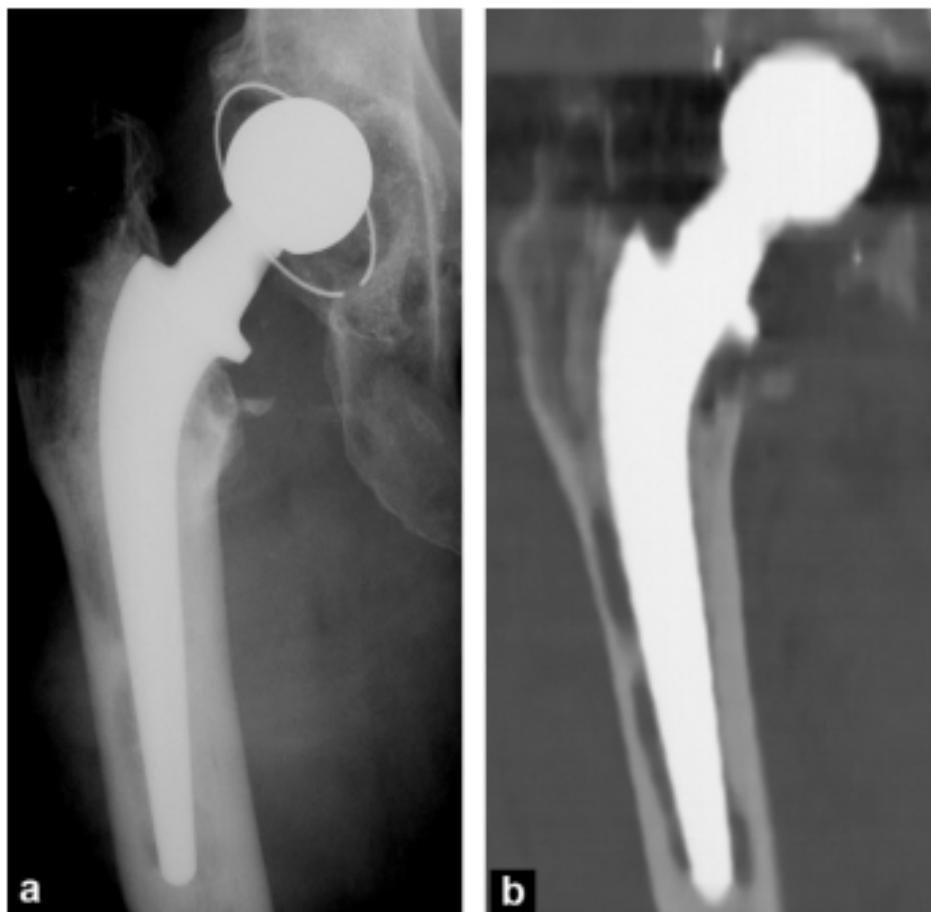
(a)Radiographie de la hanche droite et (b) TDM coronal chez un patient de 67 ans porteur d'une PTH douloureuse : ostéolyse plurifocale (95).
